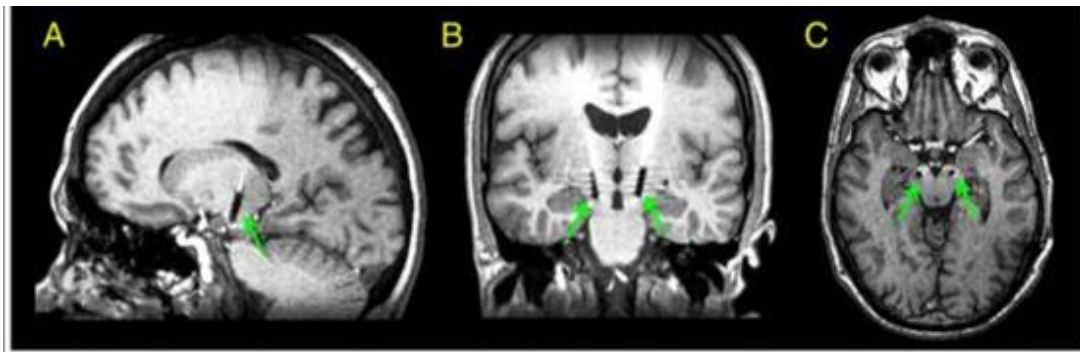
IRM com sequência T1 MPRAGE pós-operatória obtida para confirmar o correto posicionamento dos eletrodos. Cortes sagital (A), coronal (B) e axial (C) confirmaram o posicionamento do eletrodo no STN e permitiram descartar hemorragia intracerebral. As imagens foram obtidas da Baylor University após configurar a amplitude a 0 V e desligar o GPI. Fonte: TAGLIATI *et al.*, 2009.
